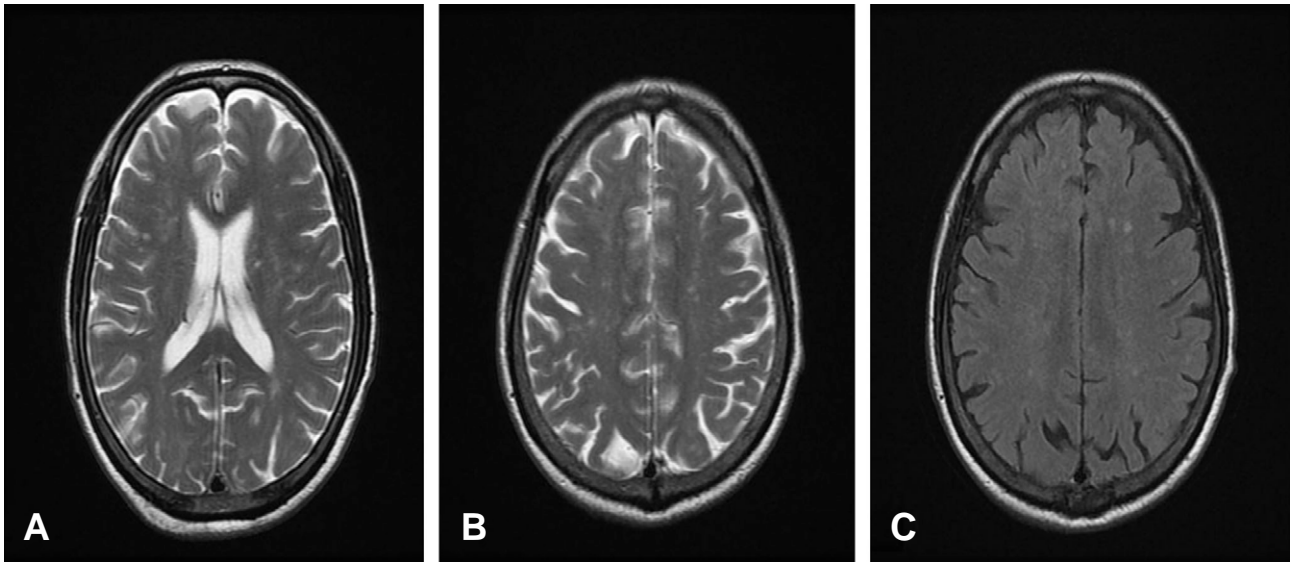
T2-weighted images show bilateral, symmetric, confluent areas of high signal intensity in both periventricular white matter (A) and centrum semiovale (B). FLAIR image show high signal intensity in both centrum ovale (C).
